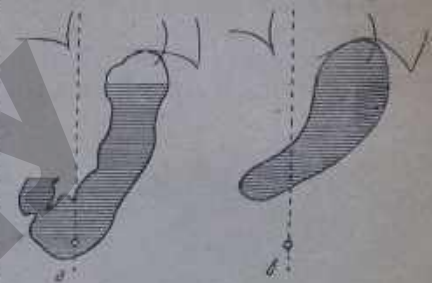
Рентгенограмма желудка (по Гредделю из Брауса).
